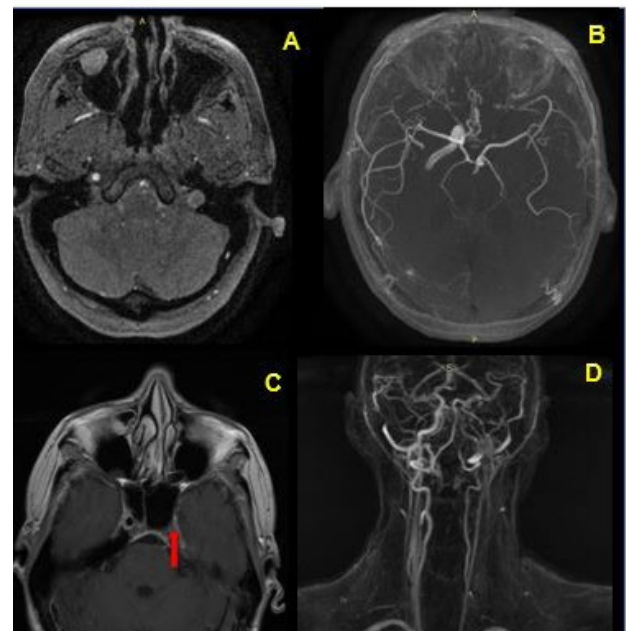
Estudios de Neuroimagen, imagen por resonancia magnética. A) secuencia T2 donde se observa ausencia de la ACCI, B) 3D TOF donde se observa que la ACMI se origina desde circulación posterior. C) axial de secuencia con gadolinio donde se observa ausencia de ACII (flechas), D) AngioIRM que muestra ausencia de la ACII desde nivel cervical.
